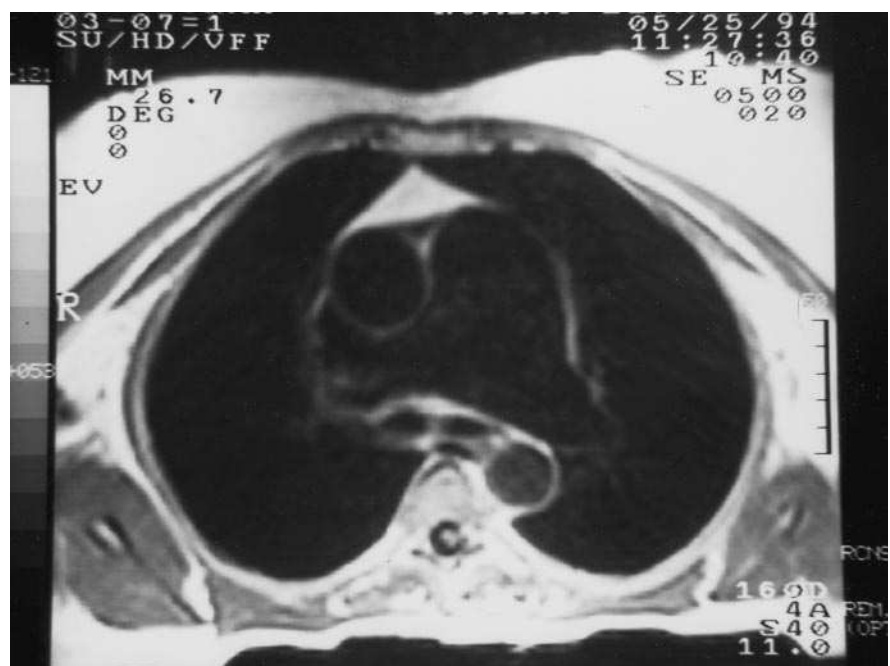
Resonancia magnética en la que destaca el compromiso tanto del tronco como de las ramas principales de la AP.
